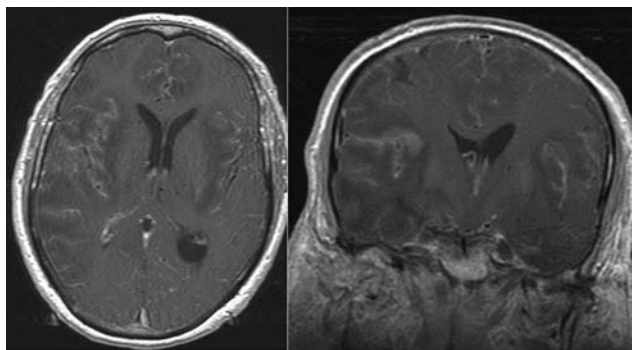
RM craneal con contraste. Secuencia SE potenciada en T1 en plano axial (a) y coronal (b) tras la administración de gadolinio intravenoso, en la que se observa realce meníngeo y cortical, más evidente en córtex perisilviano derecho (*).
